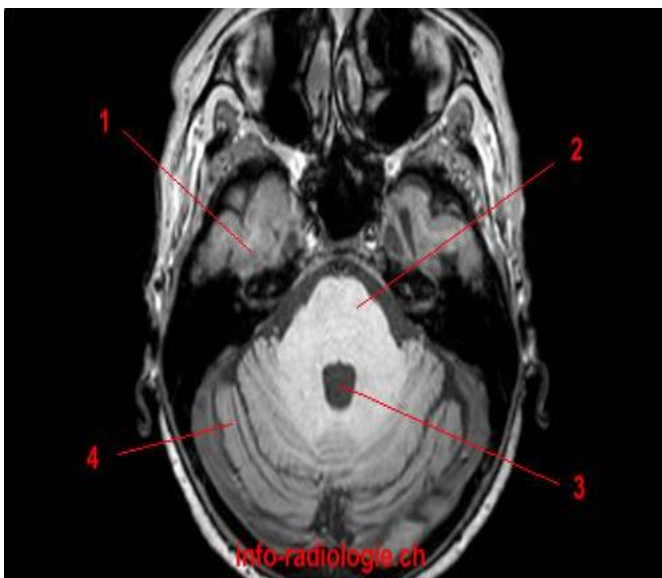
Anatomie IRM du cerveau, coupe axiale, T1.1, Lobe temporal (côté droit). 2, Pont. 3, Quatrième ventricule. 4, Hémisphère cérébelleux.
